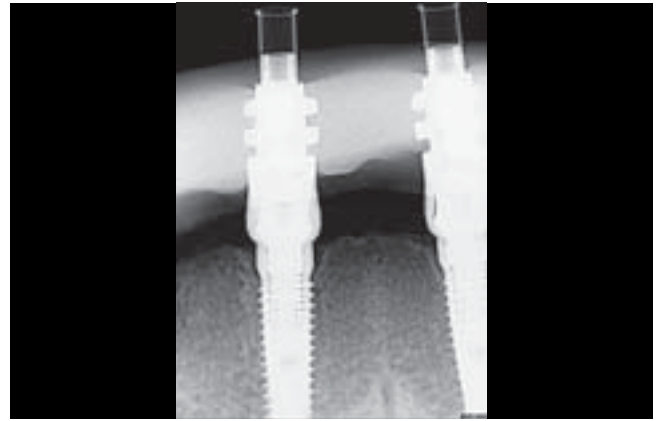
Röntgenaufnahme mit Gipsschlüssel. Auch die Abformpfosten im Unterkiefer passen spannungsfrei.
